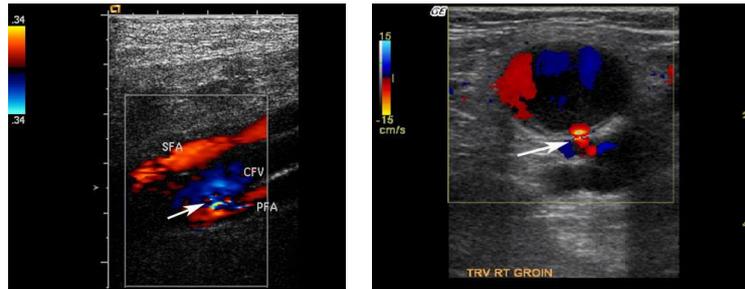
Eco-triplex o ultrasonografía Doppler a color. Izquierda: Fístula arterio-venosa traumática. Obsérvese la flecha indicando la unión entre la arteria femoral común y la vena femoral común. Derecha: Pseudoaneurisma. La flecha muestra la solución de continuidad en la arteria que ha originado el pseudoaneurisma.
